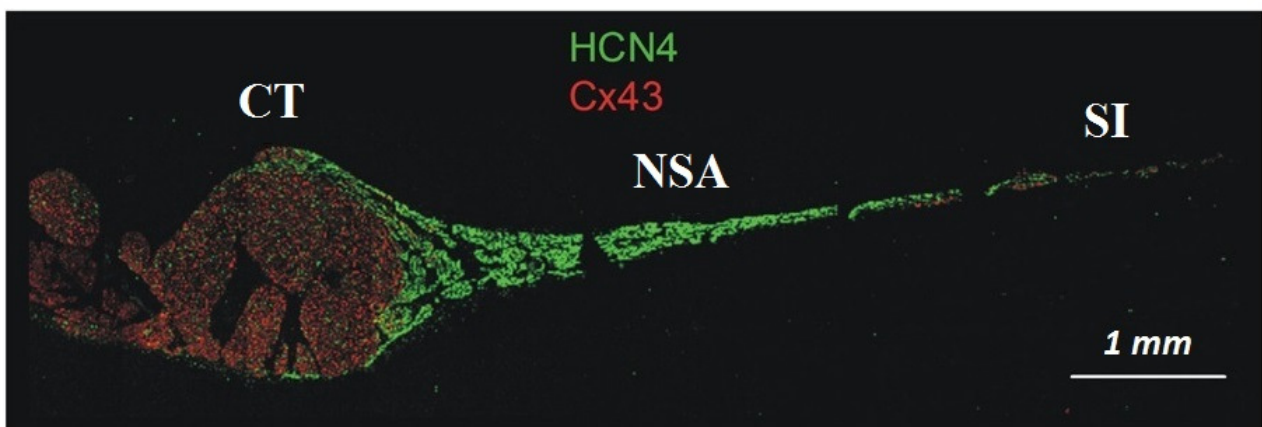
_ Analisi di immunofluorescenza di una sezione del NSA di coniglio marcata con anticorpi anti-connessina 43 (Cx43, in rosso) e anti-HCN4 (in verde). HCN4 viene altamente espresso nella regione centrale del NSA, mentre la colorazione per Cx43 risulta evidente sia nella crista terminalis (CT) che nel setto interatriale (SI) [Modificato da 60].
